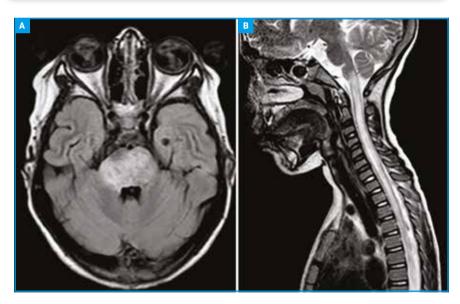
IRM cérébrale d'une petite fille de 8 ans avec un neuro-Behçet révélé par un tableau clinique associant des troubles de la conscience et une tétra parésie. Image T2 flair axiale montrant une lésion du tronc cérébral (A) et sagittale T2 montrant une myélite extensive (B).
